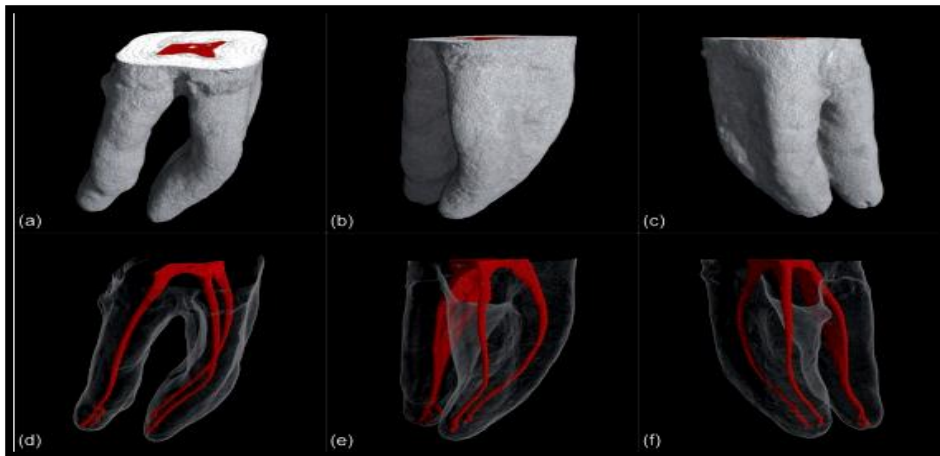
Une micro tomographie assisté par ordinateur (micro CT) d'une première molaire inférieur
